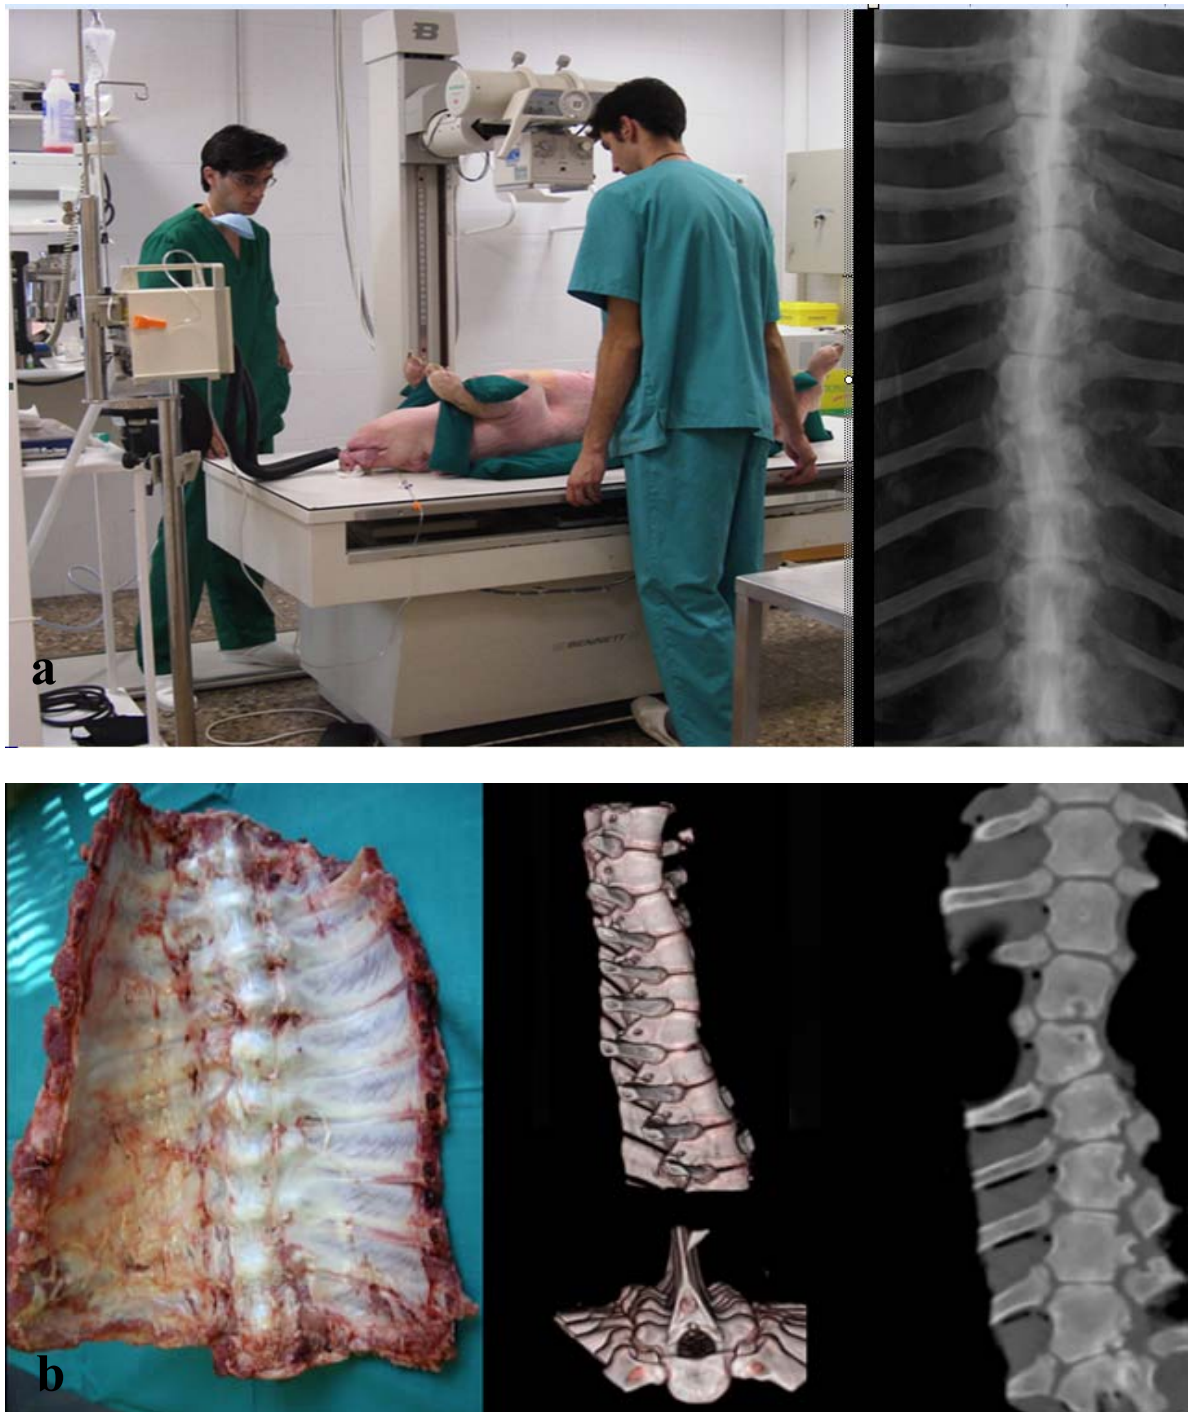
a) Estudio radiológico posteutanasia a los tres meses de la cirugía para valorar deformidades del raquis durante el crecimiento vertebral; b) Estudio con tomografía axial computerizada de las piezas quirúrgicas extraídas.
